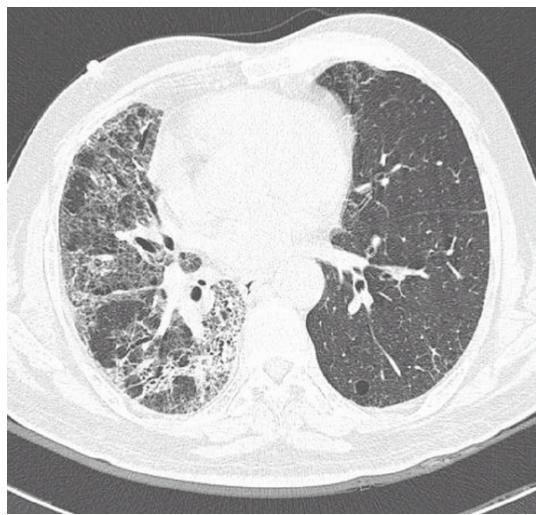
HR CT 1 week after 6 cycles of gemcitabine treatment. CT reveals extensive ground glass opacification and thickened septal lines.
